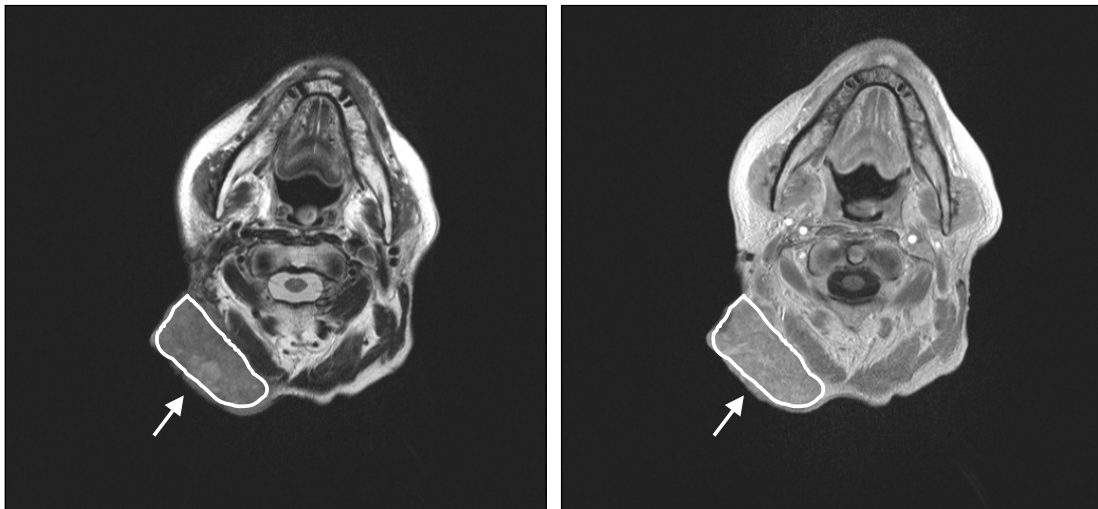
MRT Bilder in axialer Ebene auf Höhe der Mandibula. Links: T₂ gewichtete Aufnahme vor Kontrastmittel-Applikation. Rechts: T₁ gewichtete Aufnahme nach Kontrastmittel-Gabe (Gadolinium-DTPA). Pfeile: ausgedehnte Lymphknotenmetastase rechts zervical. Im markierten Tumorareal wurden mittels dMRT gemessen.
